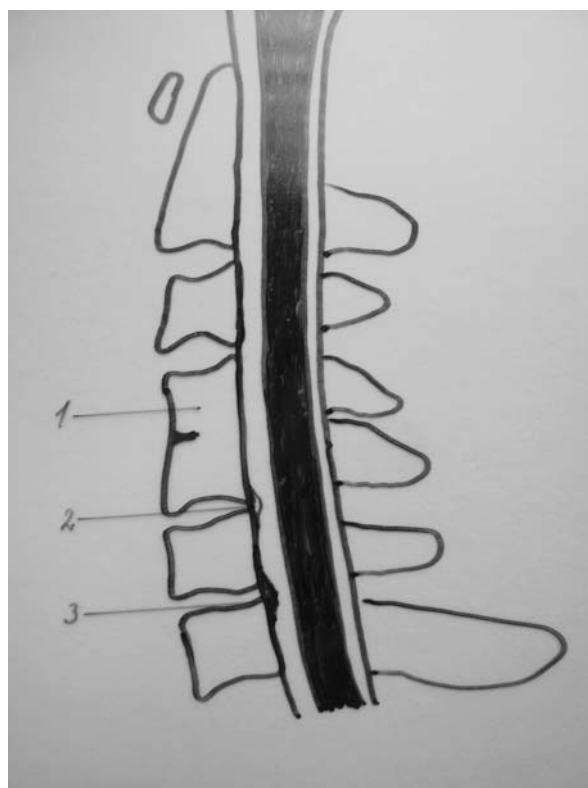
Магнитно-резонансная томограмма шейного отдела позвоночника. Т2-ВИ. Срединный сагиттальный срез:
